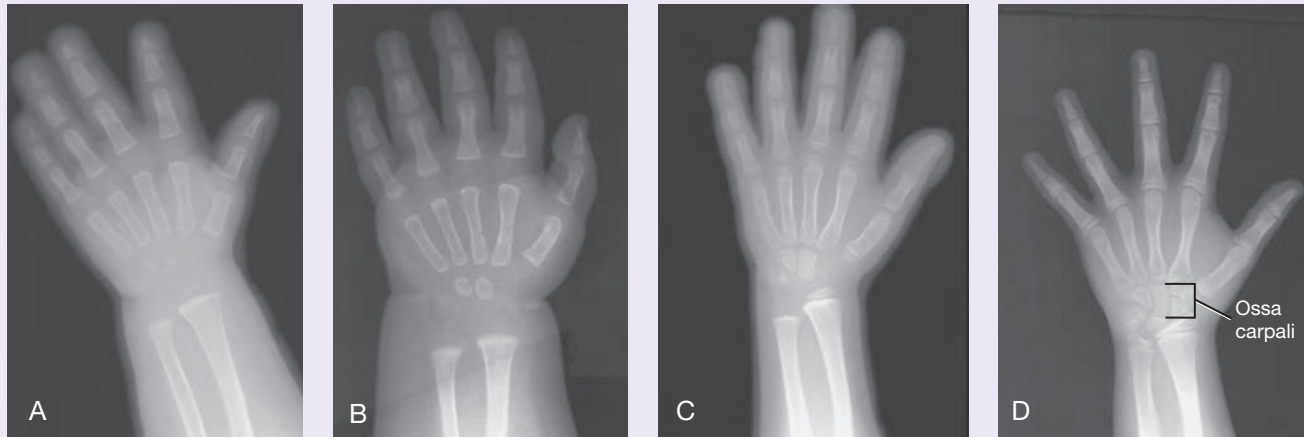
Serie di radiografie che mostra lo sviluppo evolutivo dell'ossificazione delle ossa carpali dai 3 (A) ai 10 (D) anni di età.
